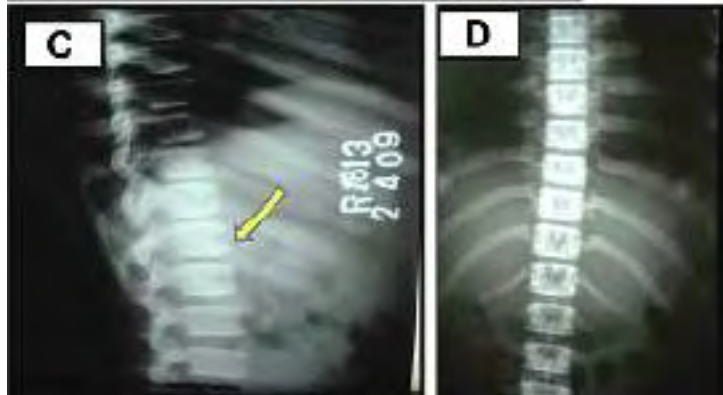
Radiografía de la columna vertebral dorsolumbar.⁷⁰
